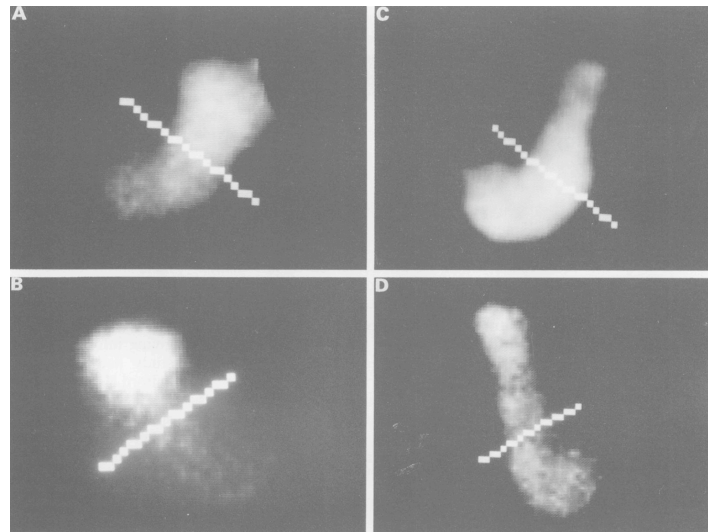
Estudio de la distribución intragástrica de una comida mediante radioescintigrafía. Las imágenes superiores muestran la visión anterior de la distribución de la comida de prueba, marcada con ^{99m}Tc , en control (imagen A) y paciente con dispepsia funcional (imagen C). En pacientes hay una redistribución hacia estómago distal, mientras en controles se localiza en estómago proximal. Las imágenes inferiores muestran la visión posterior, en control (imagen B), y paciente (imagen D). Se ha trazado una recta dividiendo el área gástrica en proximal y distal⁸¹.
